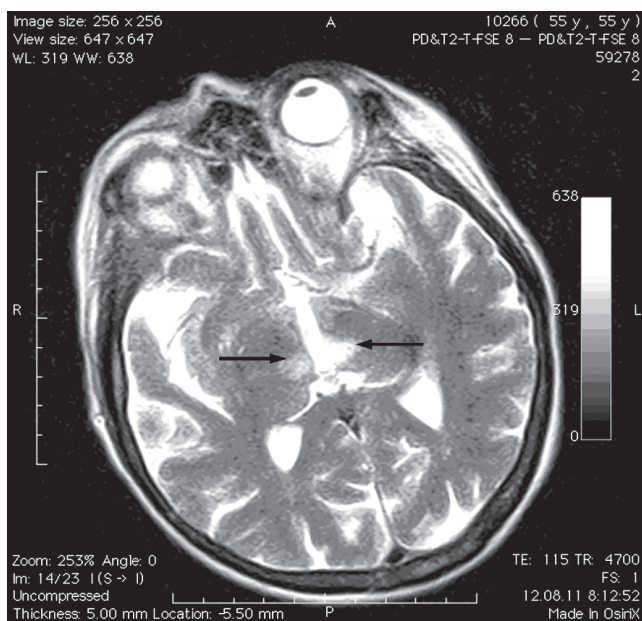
Пациент Л. МРТ в T2-взвешенном изображении на 5-е сутки инсульта: в проекции зрительного бугра визуализируется гиперинтенсивная зона 16×16 мм слева и 7×8 мм справа, что соответствует двустороннему таламическому инфаркту (стрелки)
